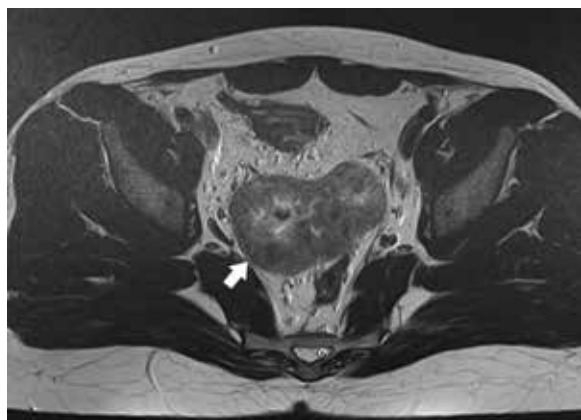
МРТ-сканы от 18.12.2023
